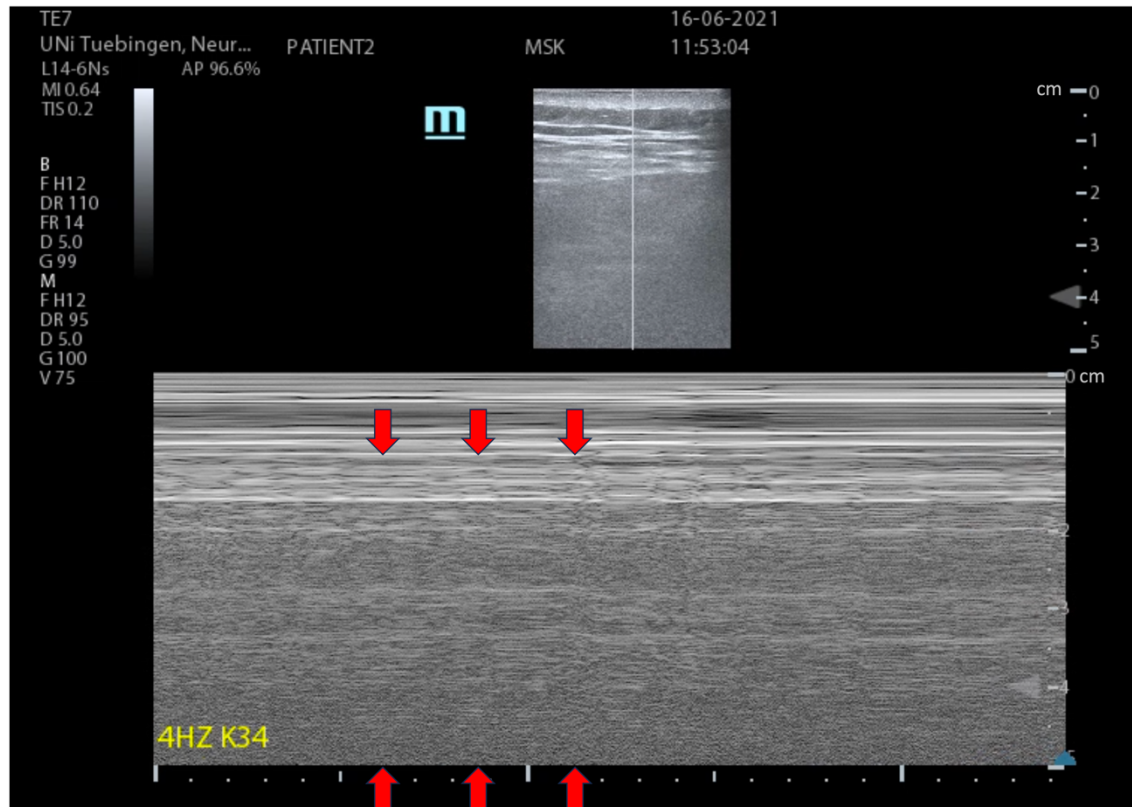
M-Mode Sonographie der lumbalen Muskulatur bei Stimulation über Kontakte 3 und 4 mit einer Frequenz von 4 Hz und einer Stimulationsstärke von 9 mA. Muskelkontraktionen können bis zu einer Tiefe von 4 cm beobachtet werden (rote Pfeile).
